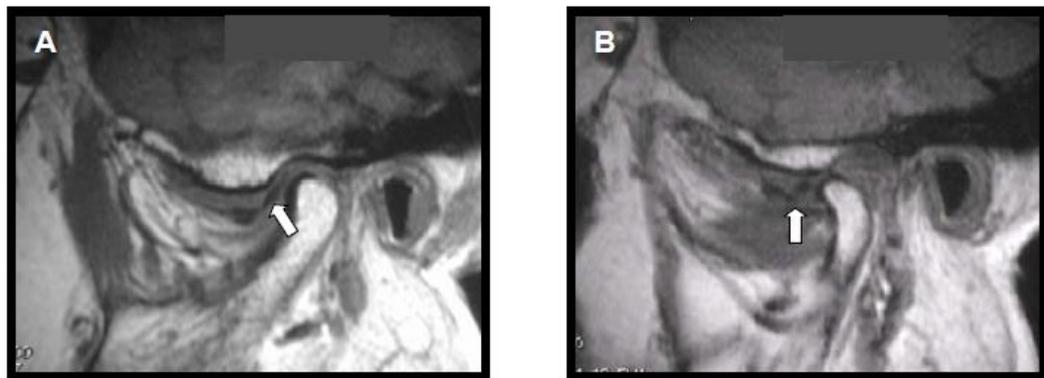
Imagem por RMN da ATM em T1, no plano parassagital, com a boca fechada (A) e aberta (B)
